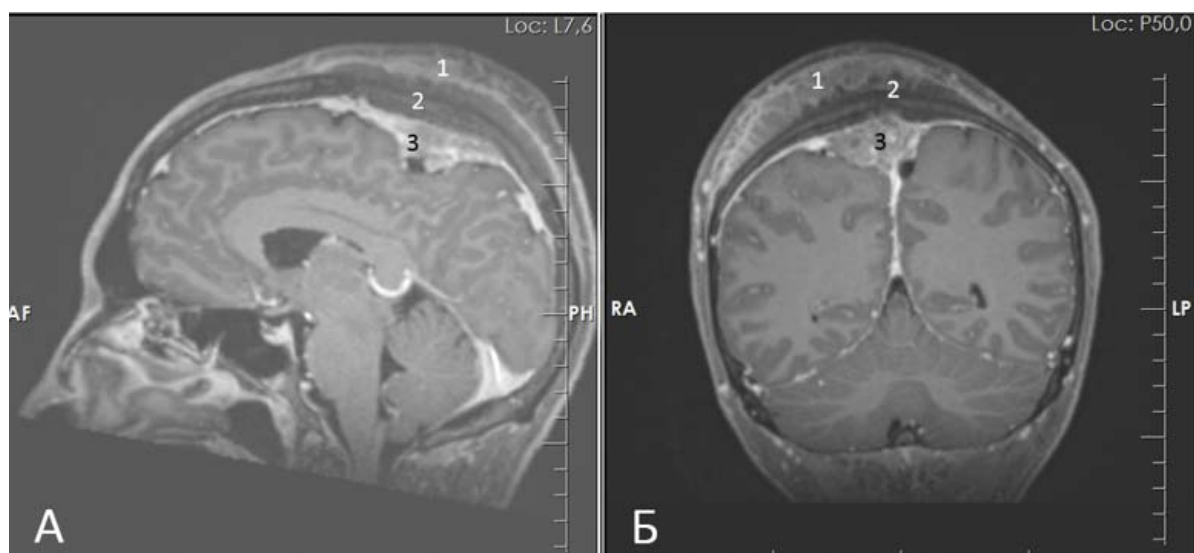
МРТ головного мозга до операции, T1-взвешенное изображение с контрастированием: А (сагиттальный срез); Б (коронарный срез); 1 - экстракраниальный мягкотканый компонент опухоли, 2 – гиперостоз; 3 – интракраниальная часть опухоли
